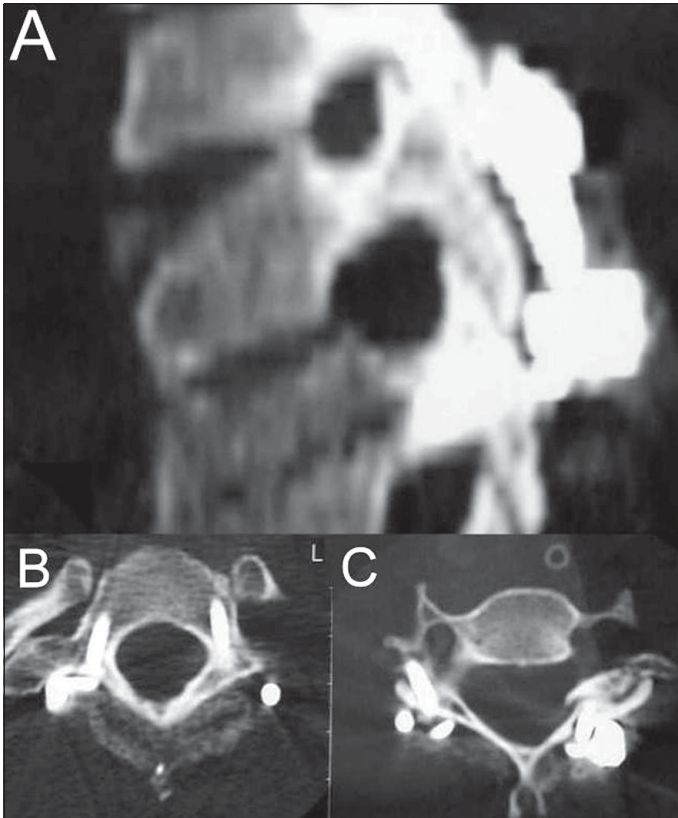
Caso 2: A. Reconstrucción TAC postoperatoria. B. Tornillos pediculares T1. C. Tornillos a macizos laterales C6.
